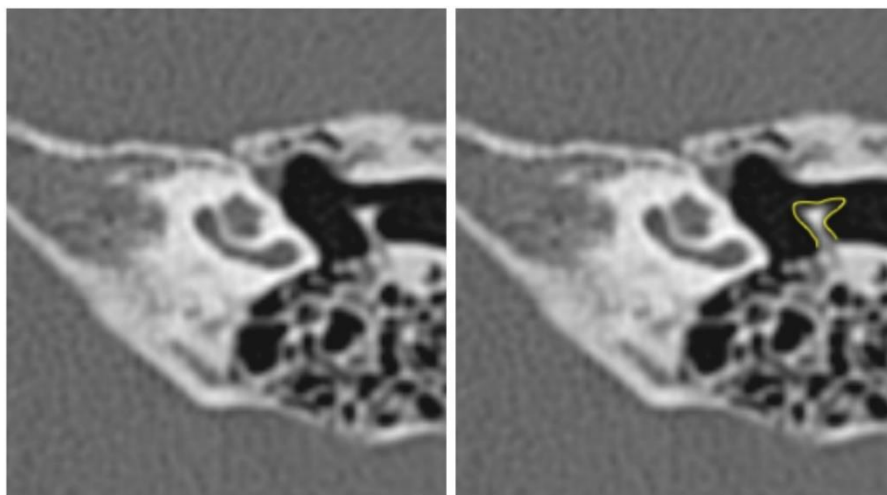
КТ височных костей, аксиальный срез. Левое ухо. Визуализируется барабанно-сосцевидный вариант ЧАП. Желтой линией отмечен контур ЧАП.
